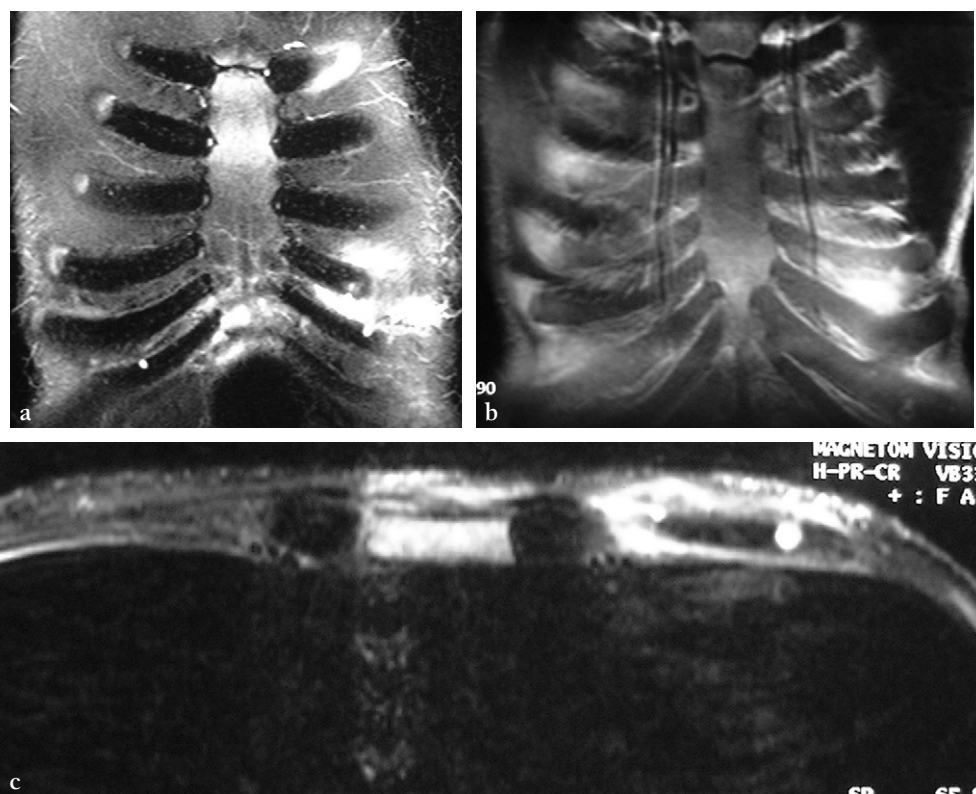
IRM de la paroi thoracique antérieure chez un patient VIH positif et toxicomane par voie intraveineuse. Les coupes dans le plan a. coronal et b. axial en STIR montrent des zones en hypersignal des parties molles intercostales associées à des nodules bien limités en hypersignal franc du cartilage intercostal. c. Après injection de gadolinium on note une prise de contraste des parties molles intercostales.
